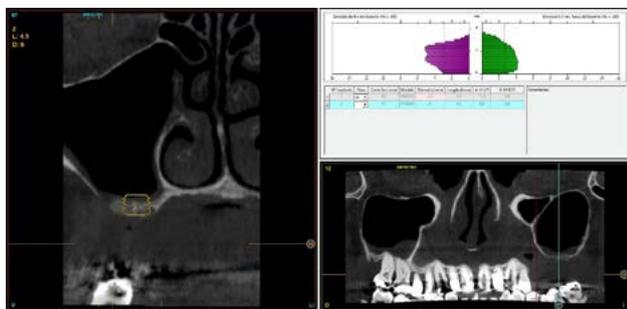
Corte de planificación del CBCT donde se observa la escasa altura del reborde óseo residual y la planificación de un implante de 4,5 mm de longitud y 6 mm de diámetro.
